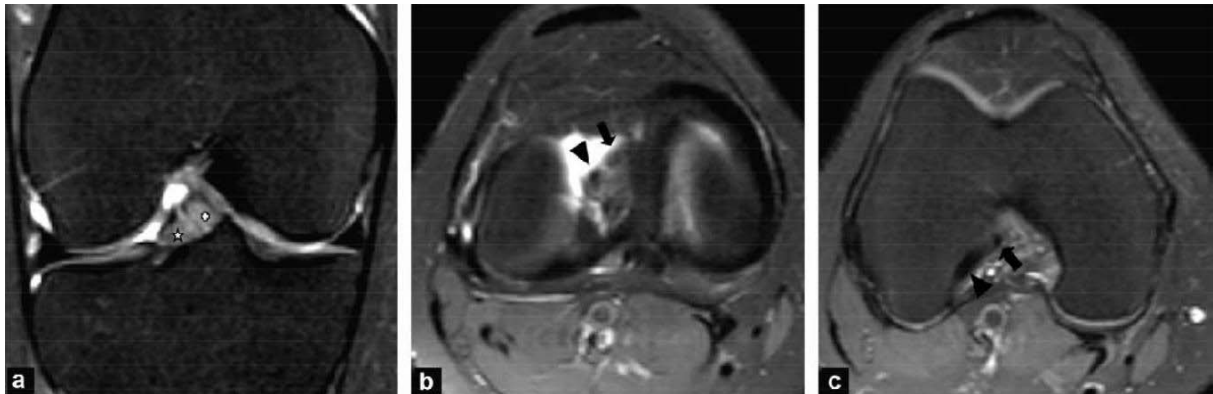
Le ligament croisé antérieur (LCA) normal et ses deux faisceaux en imagerie par résonance magnétique (IRM) :
